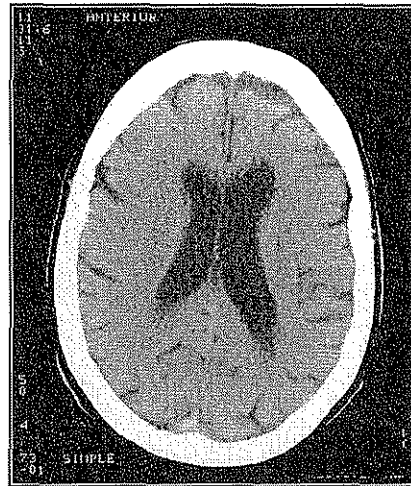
Tomografía craneal sin contraste, corte axial a nivel de los ventrículos laterales, en un paciente con SKS, se observa pérdida de volumen cortical manifestado por amplitud del sistema ventricular.
